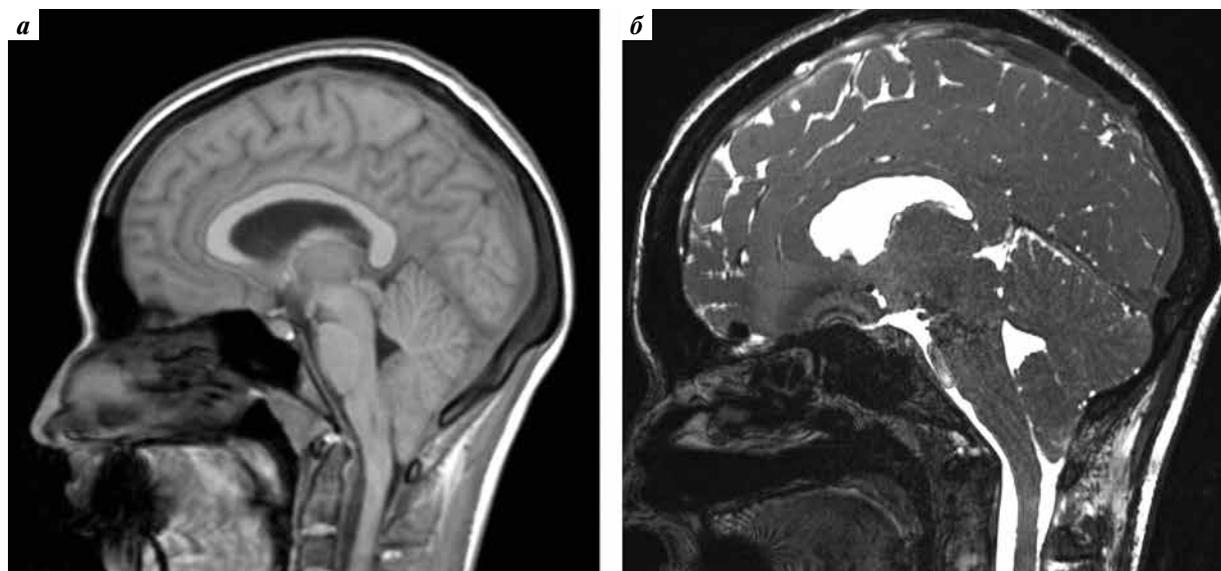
Магнитно-резонансные томограммы головного мозга от 07.07.2022 (а) и 11.11.2022 (б): T1-взвешенное (а) и T2-взвешенное (б) изображения в сагиттальной плоскости. См. пояснения в тексте
